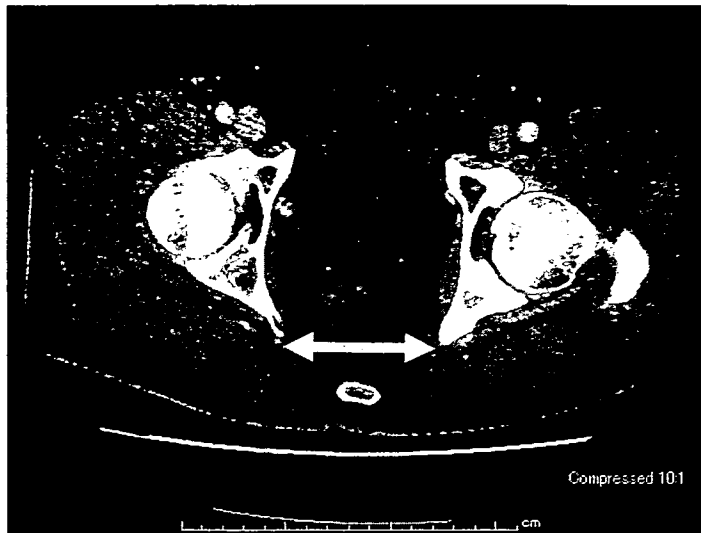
CTでの骨盤計測法を用いて、大腿骨頭レベルにおける骨棘間距離(矢印)を計測
